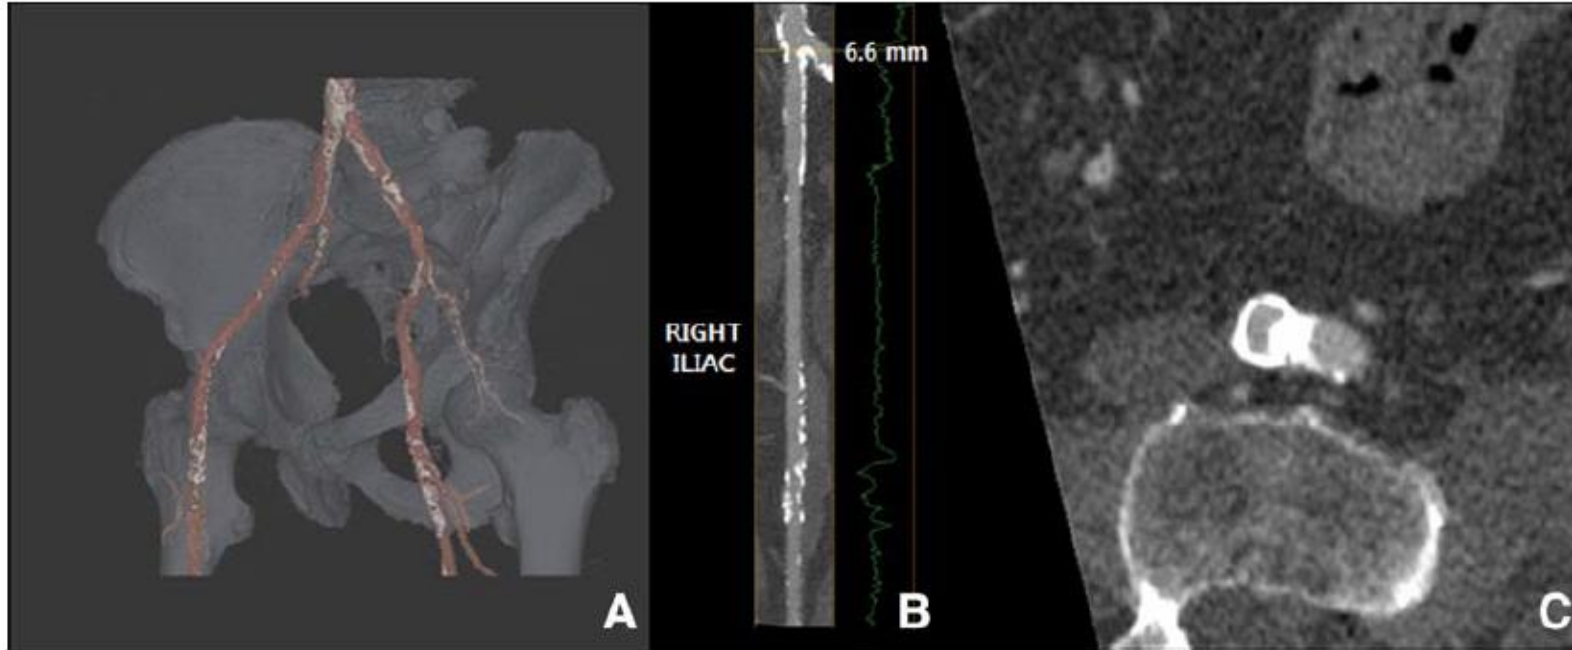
Representative computed tomography (CT) images of the iliofemoral system in an 84-year-old female who experiences a valve academic research consortium major vascular complication while undergoing transcatheter aortic valve replacement. The 3-dimensional (3D) volume-rendered image (A) displays significant tortuosity and calcification of the common iliac arteries. The center line analysis (B) and oblique axial images (C) identify significant nearly circumferential calcification involving the ostium of the right common iliac artery with a minimal CT diameter of 6.6 mm.
